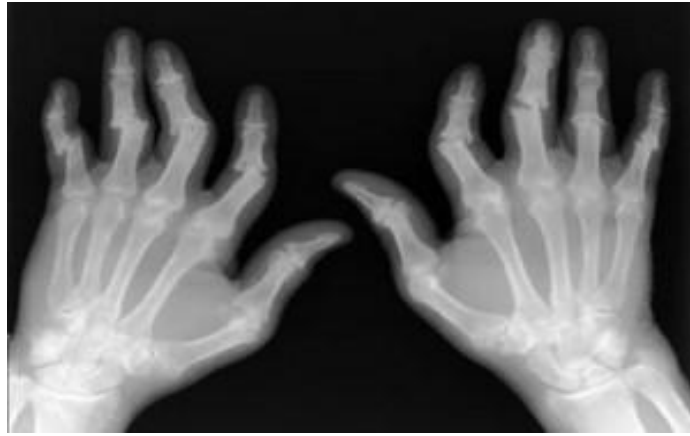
Ревматоидный артрит IV рентгенологическая стадия
